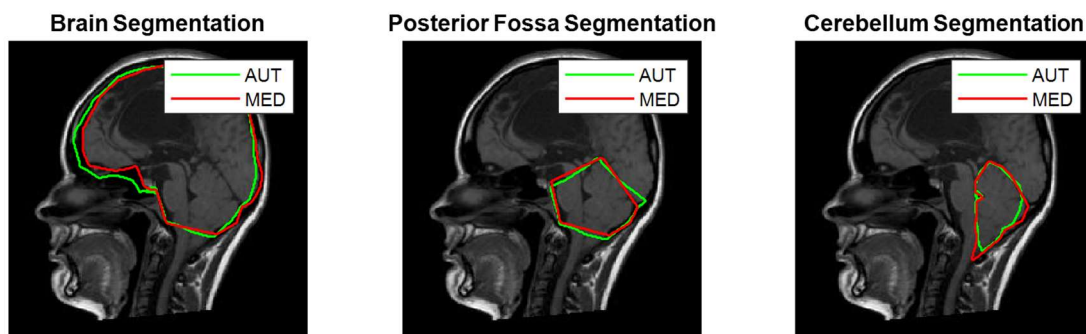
Confronto tra segmentazione automatica ottenuta mediante Demons bilanciato multimmagine ottimizzato e segmentazione manuale della stessa MRI (ID069).
